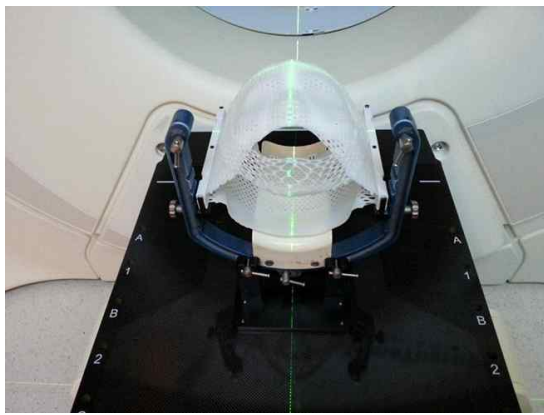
Brainlab 프레임, 고정시스템, lockbar를 이용하여 TomoTherapy 시스템에 장착한 모습으로 CT와 동일한 setup 재현이 가능함.
